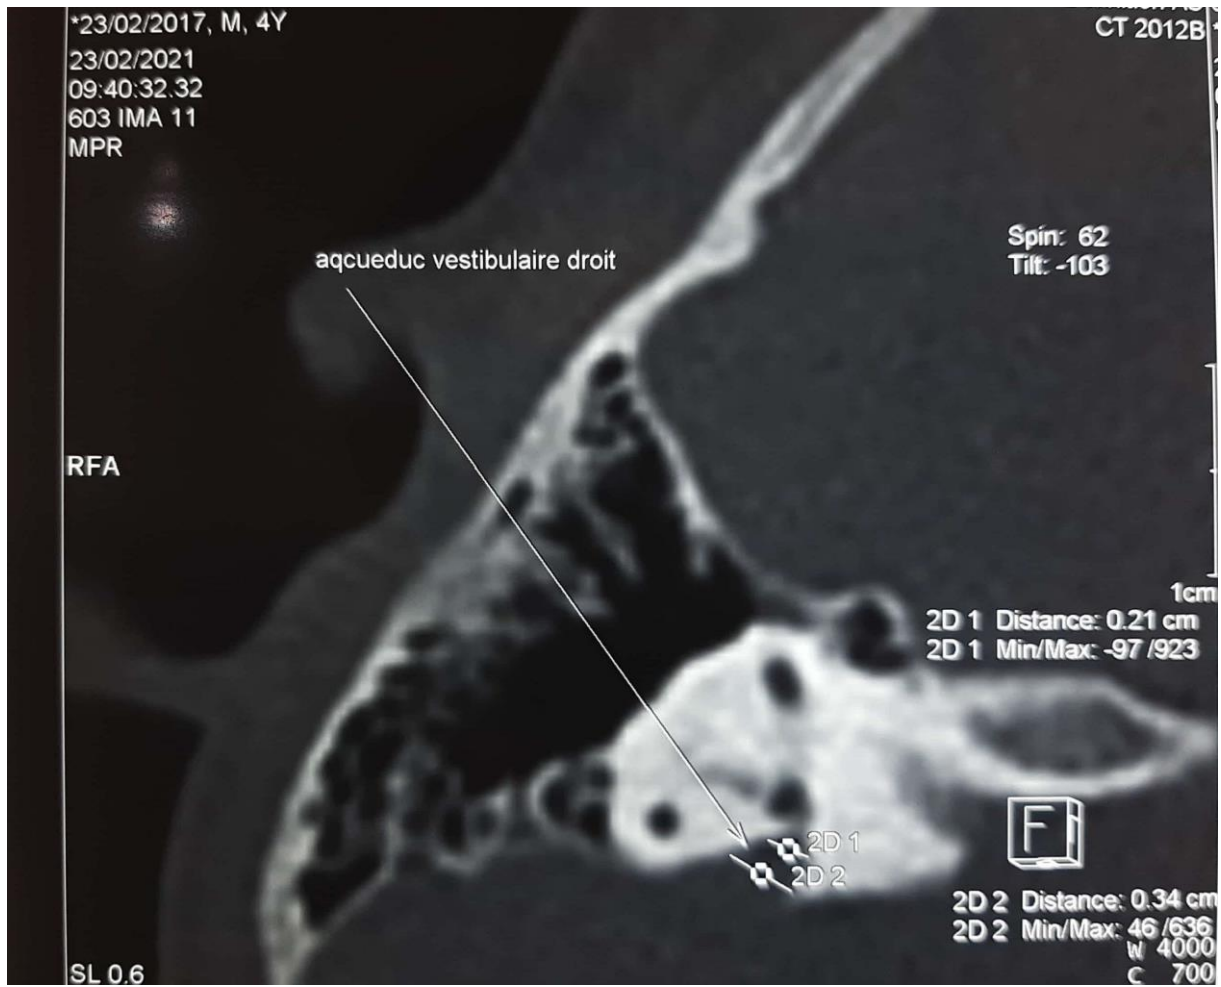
IRM montrant un aqeduc vestibulaire droit dilaté
